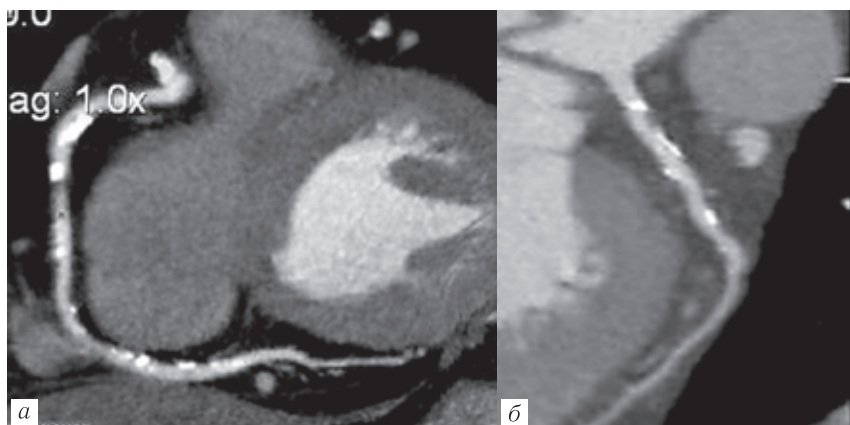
Пациент М., 54 года. МСКТ-ангиопульмонография от 10.04.2017: а, н — MPR-реконструкция в аксиальной плоскости; б, ж, и, о — MPR-, MIP-реконструкция
